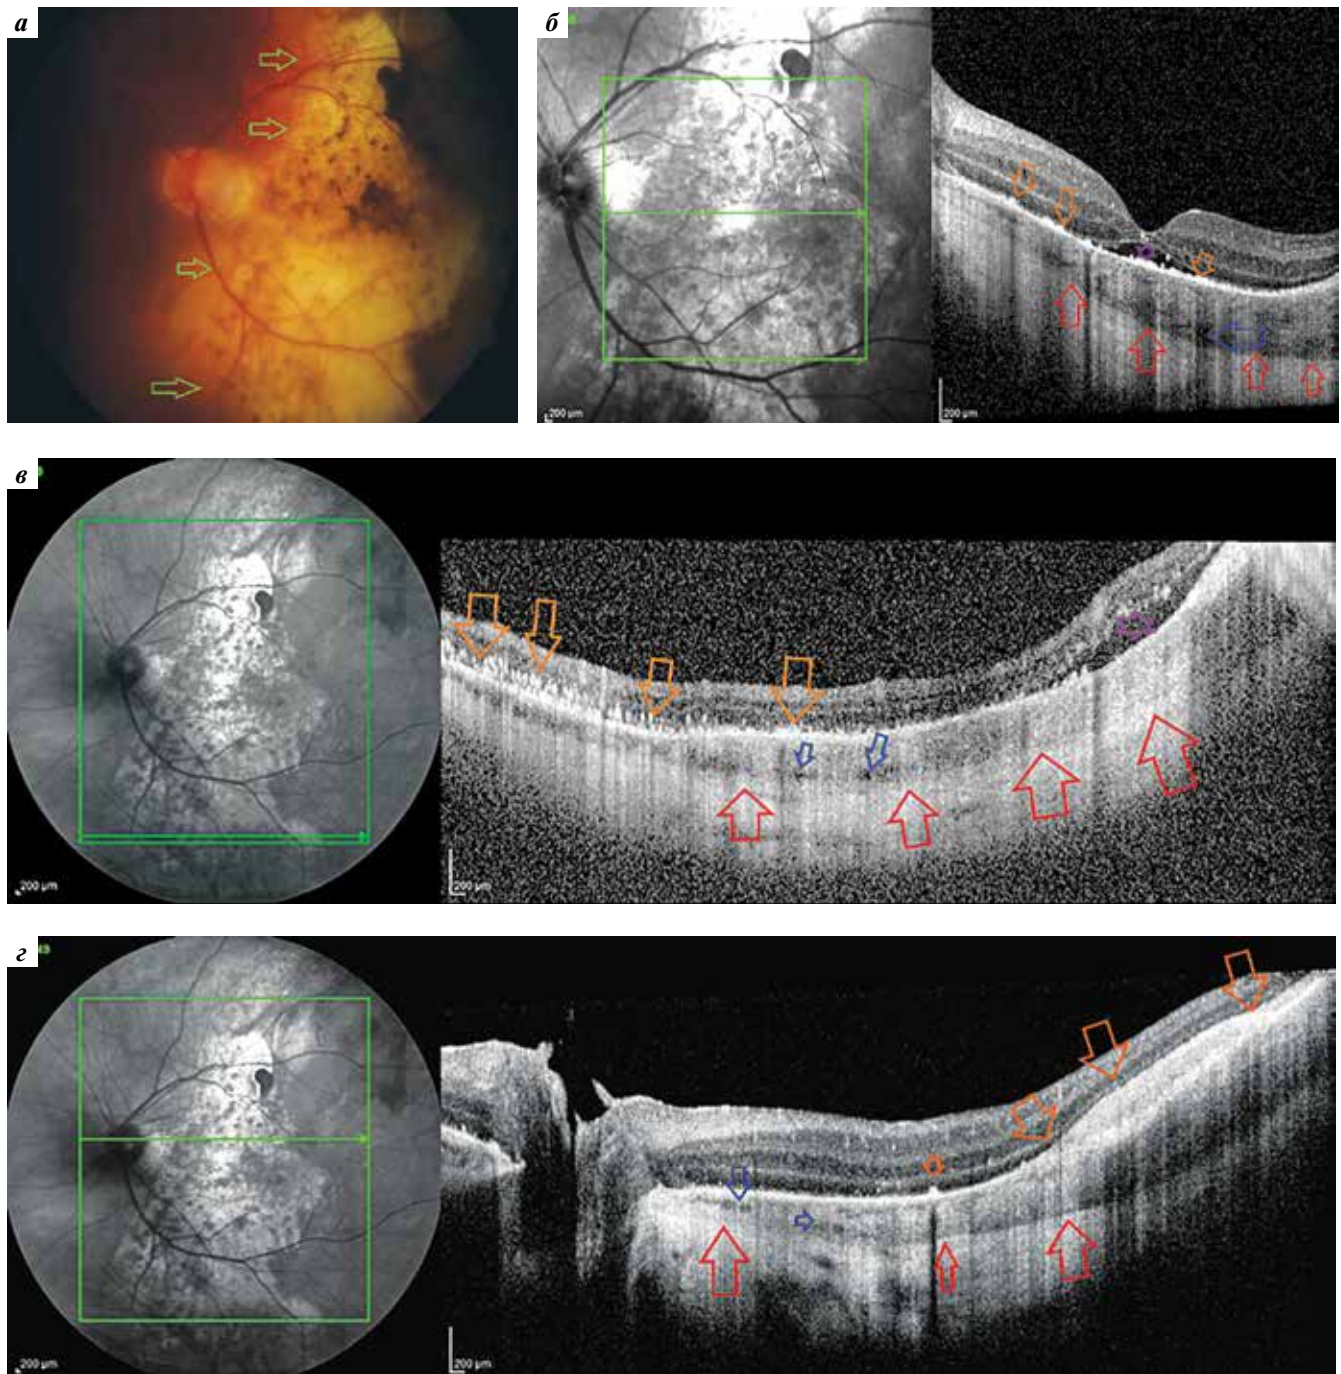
Фотография глазного дна левого глаза (а) и оптическая когерентная томография (горизонтальные сканы через fovea centralis (б), нижнюю часть очага (в) и выше fovea centralis (г)) пациентки К., 49 лет. Красными стрелками обозначено уплотнение хориоидального комплекса (рубец), синими — полости в хориоиде, оранжевыми — зона изменений во внутренних слоях сетчатки, зелеными — границы метастатического очага, звездочкой — отслойка нейроэпителия
